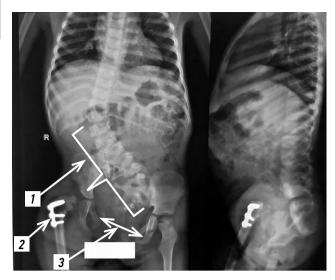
Компьютерная томография органов брюшной полости после вправления врождённого вывиха тазобедренного сустава: 1 — искривление позвоночника, 2 — Γ -образная пластинка, 3 — искривление костей таза.
